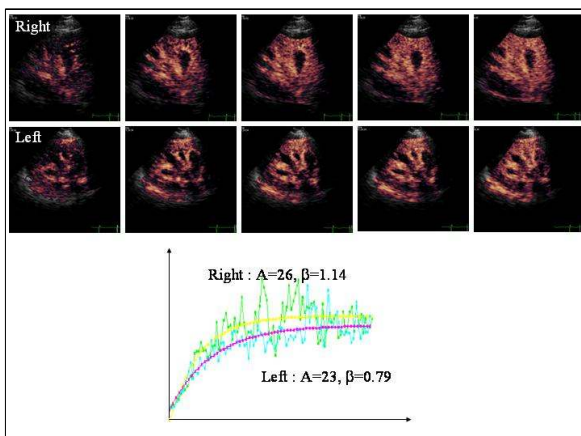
Contrast-enhanced ultrasound (CEU) imaging of both kidneys and corresponding time-videointensity curves in a patient with left renal artery stenosis of moderate degree. CEU shows decreased β in diseased kidney.
